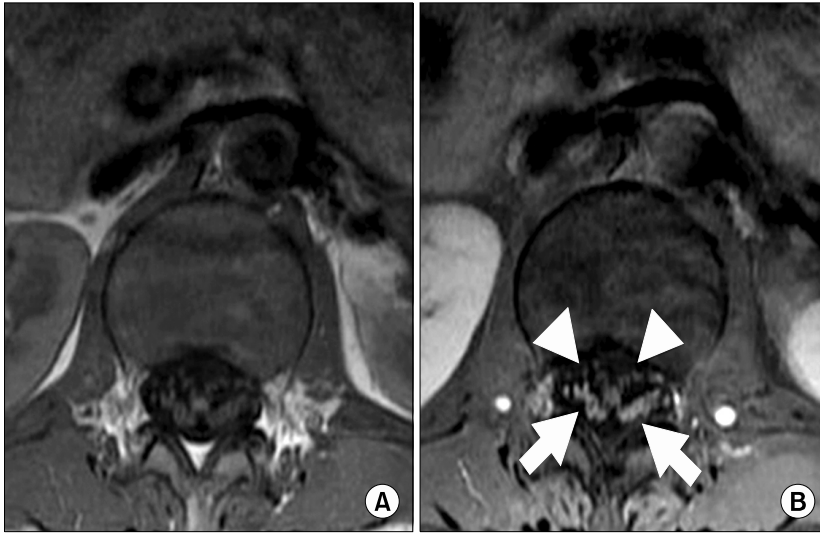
Axial T1-weighted MRI scans of the lumbar spine before (A) and after (B) the administration of gadolinium revealed strong enhancement of the ventral (arrow heads) and dorsal nerve roots (arrows).
